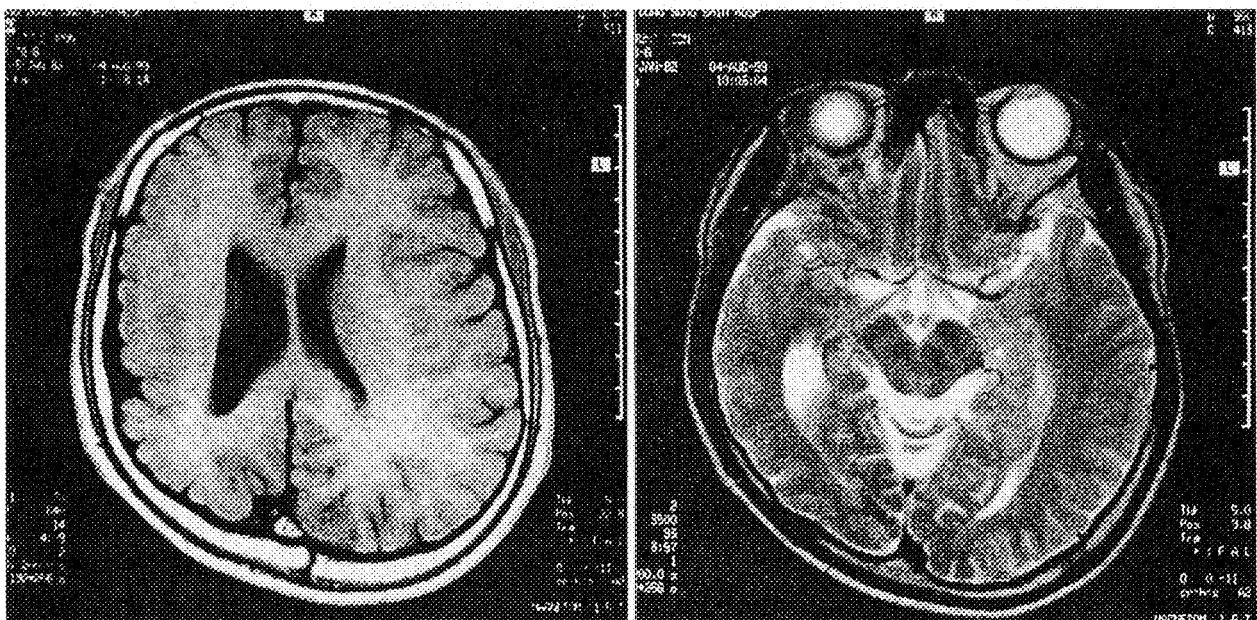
Brain MRI reveals right side brain atrophy with dilatation of ventricles.
